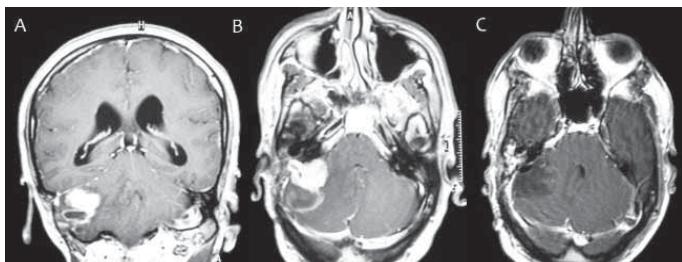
Glioblastoma cerebeloso radioinducido. Imágenes de RM en secuencia T1 con contraste, proyección coronal (A) y axial (B y C) correspondientes a un paciente con antecedentes de tumor maligno de la vaina del nervio hipoglosa tratado con extirpación subtotal y radioterapia. Quince años más tarde desarrolla un síndrome cerebeloso e hipertensión intracranal. El diagnóstico de sospecha fue una recidiva del tumor original (A y B). Sin embargo, el estudio histopatológico realizado tras la extirpación completa confirmada por una RM dentro de las primeras 72h de la cirugía (C) reveló un glioblastoma multiforme.
